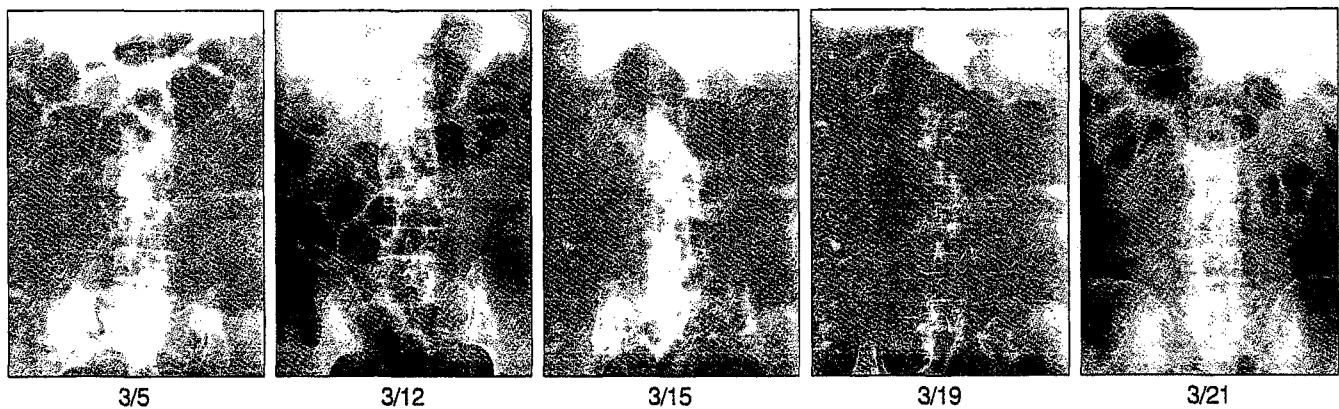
X-ray(Simple Abdomen) film의 경과
